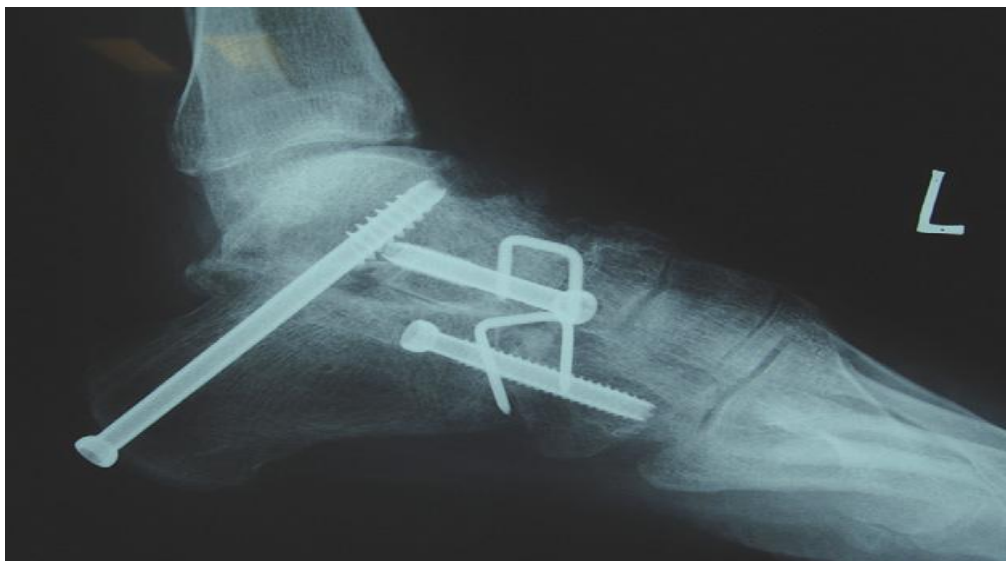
Radiographie du pied de profil montrant une arthrodèse médio-tarsienne et sous taliène (8)
